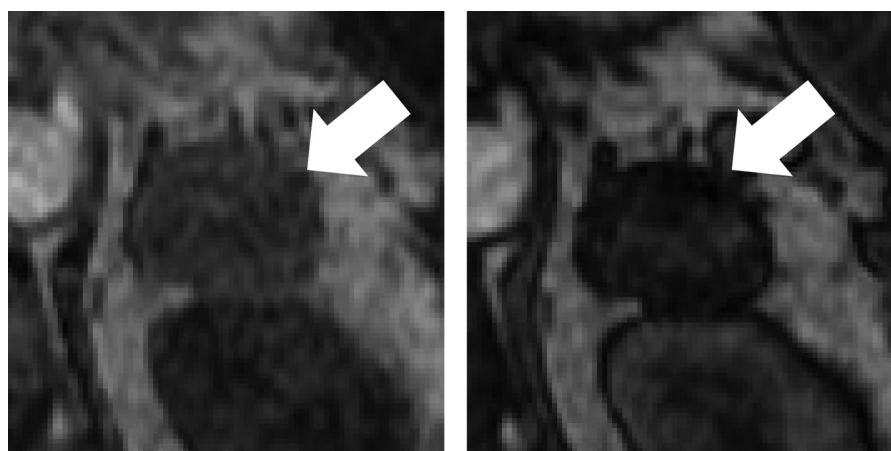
chemical shift MRI 左: in phase, 右: out of phase
